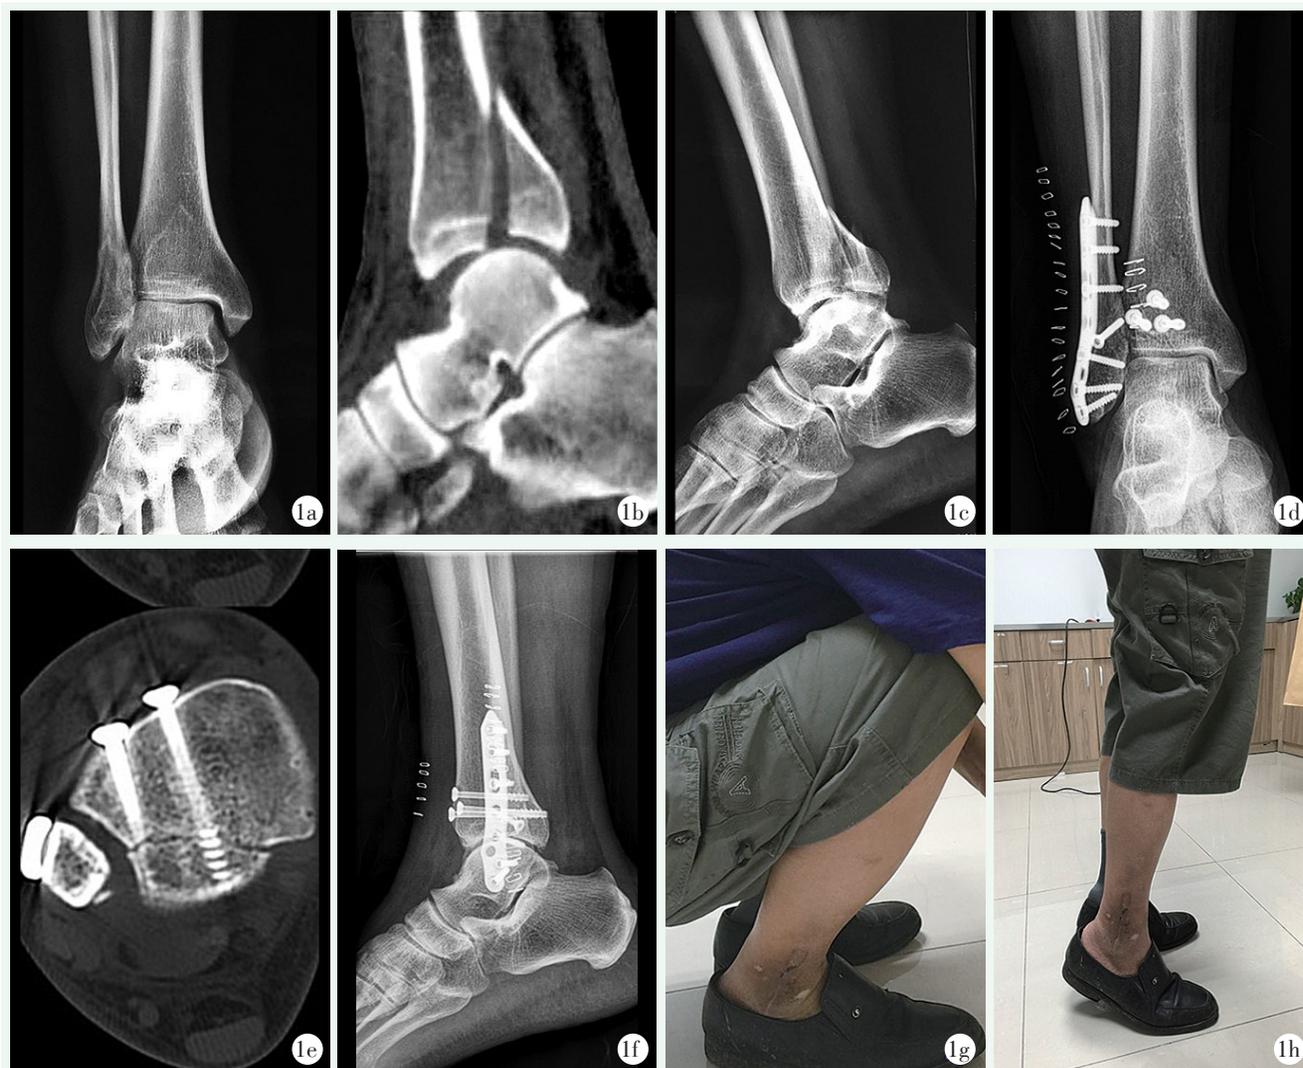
患者,男,62岁,右侧踝关节骨折,用空心加压螺钉对后踝骨折块进行固定 1a~1c:术前X线片和CT重建,Naoki分型:后外侧斜型 1d~1f:术后X线片和CT平扫示骨折解剖复位 1g,1h:术后2个月,屈伸功能正常,完全负重
